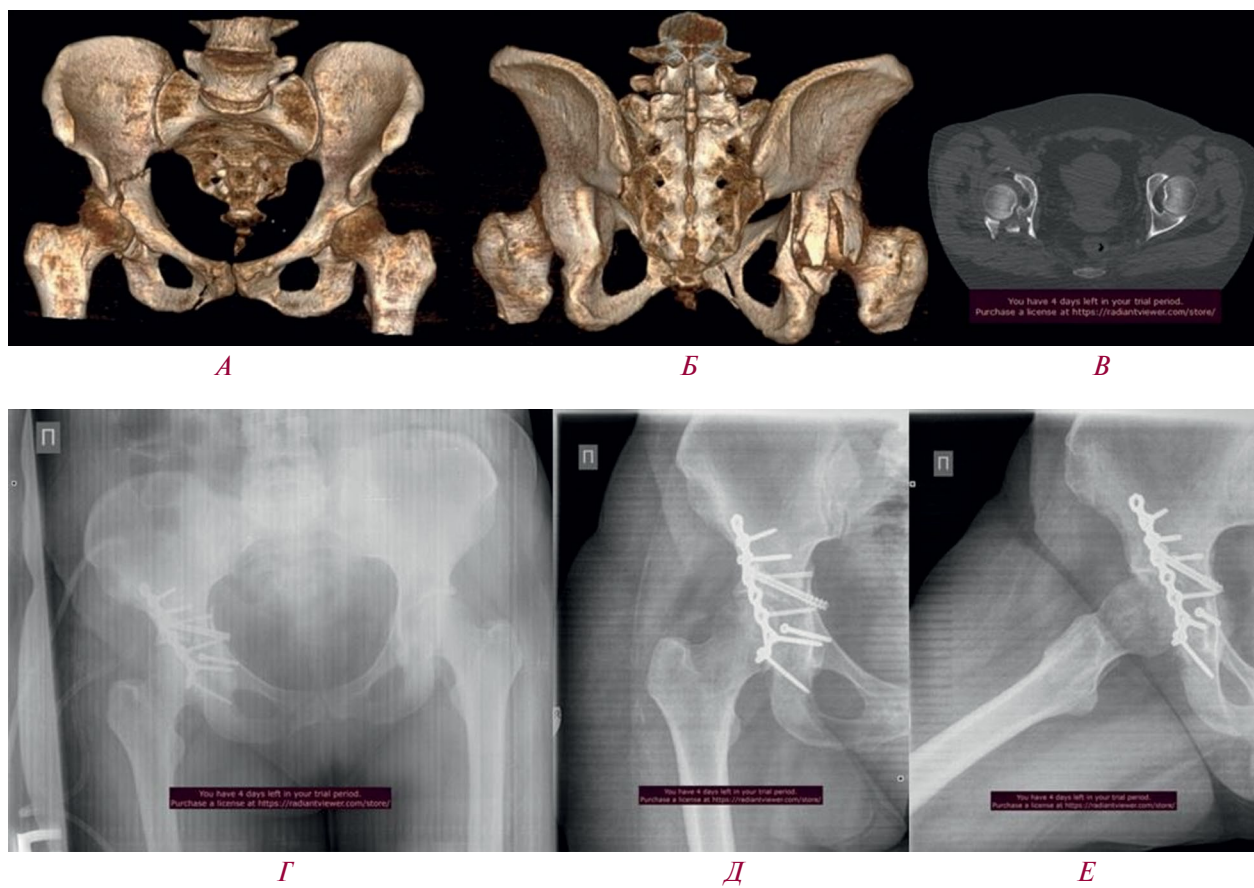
Компьютерные томограммы и рентгенограммы пациентки Н., 35 лет, автодорожная травма (удар в область большого вертела справа при столкновении автомобилей):
